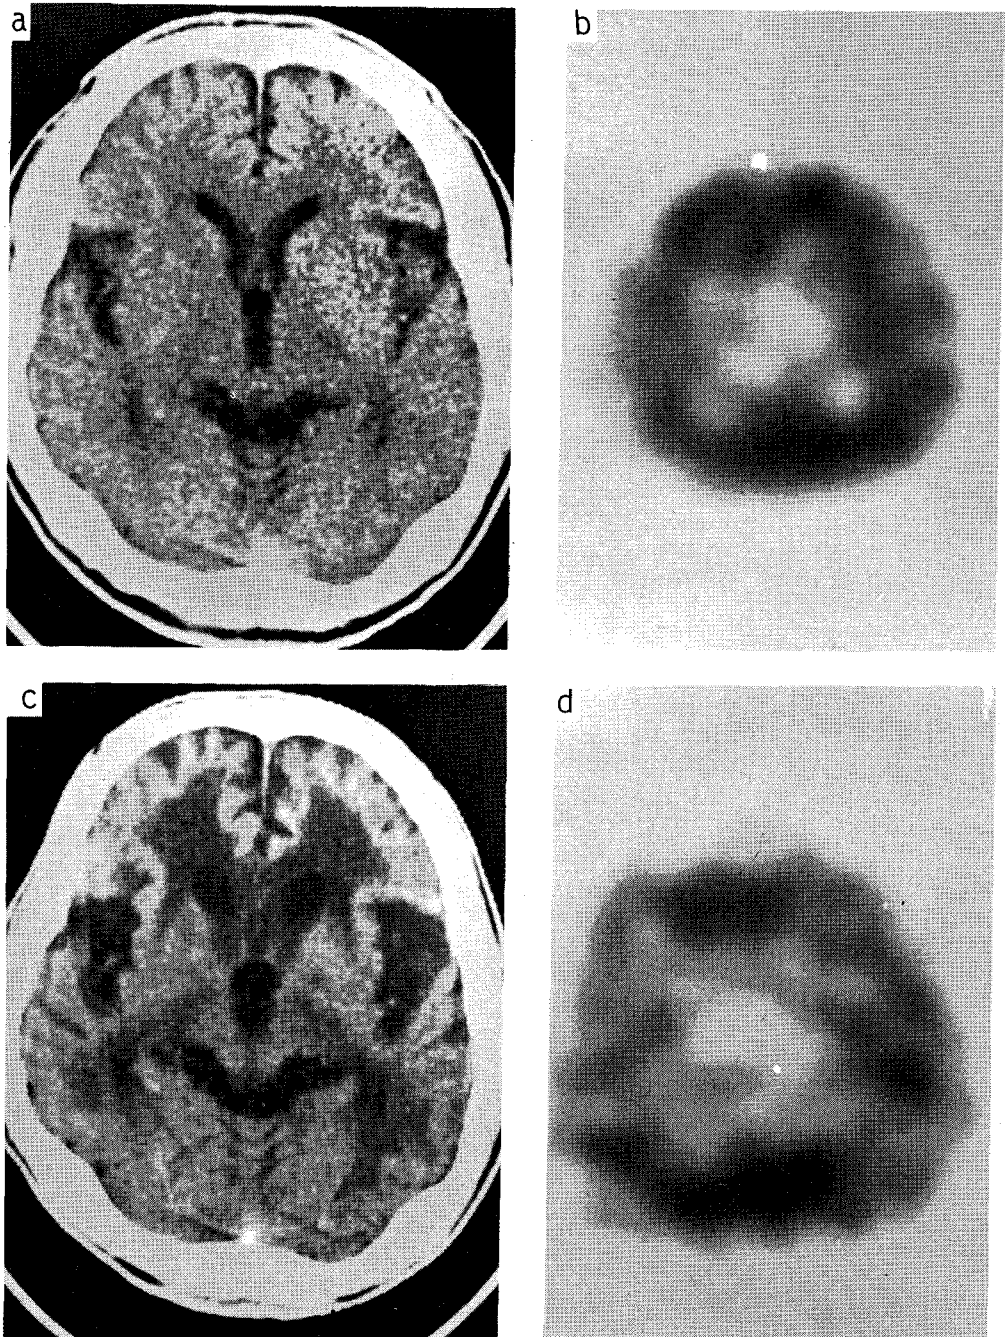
Case 8. a. Brain CT taken at 3 months after acute CO intoxication shows decreased density in the cerebral white matter and globus pallidus. b. ^{99m}Tc-HMPAO Brain SPECT at the same time shows diffuse patch decreased rCBF throughout both cerebral hemisphere. c. & d. Brain CT & ^{99m}Tc-HMPAO SPECT 9 months after accident. CT shows newly developed cortical atrophy and low density lesion in left temporo-occipital area. Diffuse patch decreased rCBF in both cerebral hemisphere and focal perfusion defect at left temporo-occipital area are seen in the ^{99m}Tc-HMPAO SPECT.
